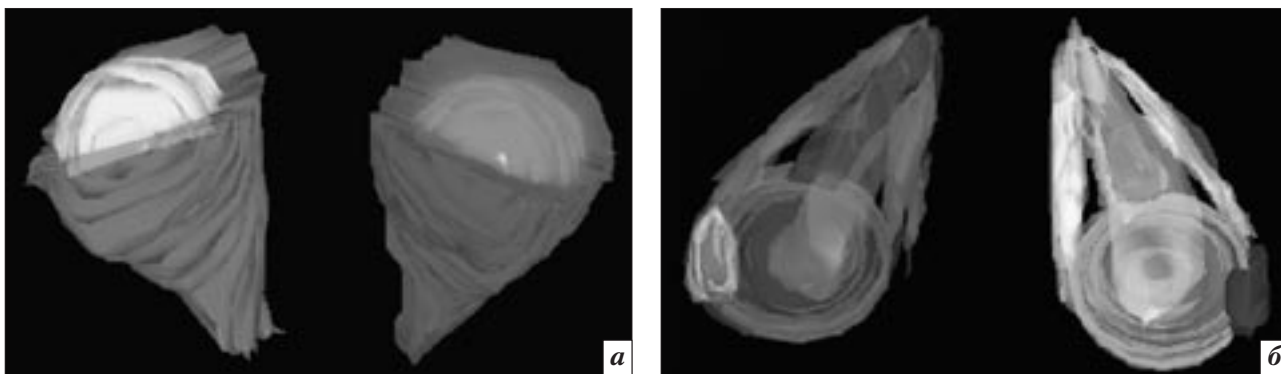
Трехмерная реконструкция КТ-изображения: *а* – орбиты с внеорбитальной частью глазного яблока (вид снизу спереди); *б* – блок орбитальных тканей (вид сверху)
